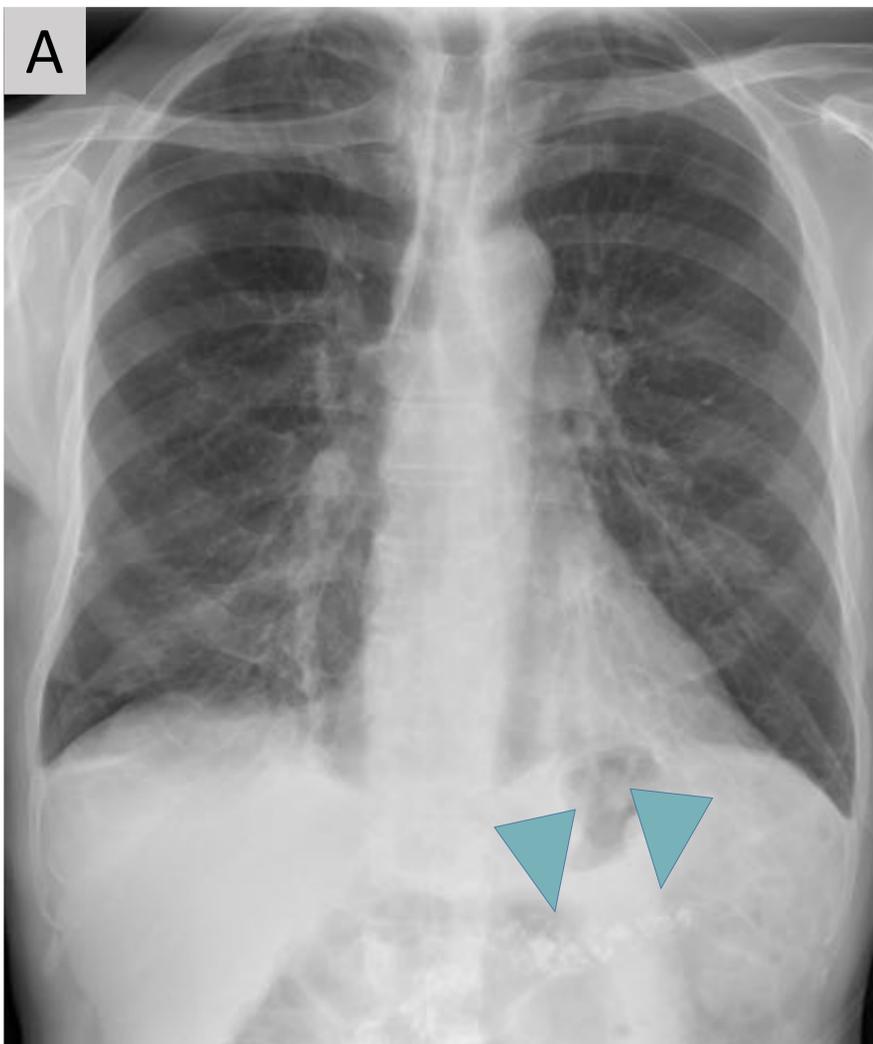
A y B. RX de tórax PA y correlación por TC en que se aprecia litiasis coraliforme en cálices y pelvis renal derecha (flechas).
